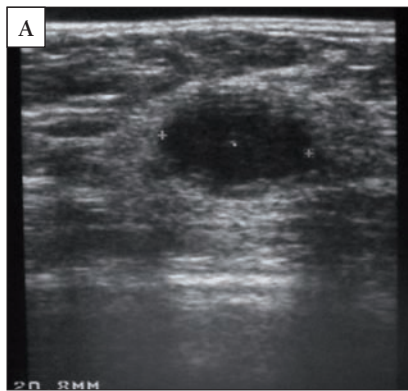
5B: Ecografía de mama
